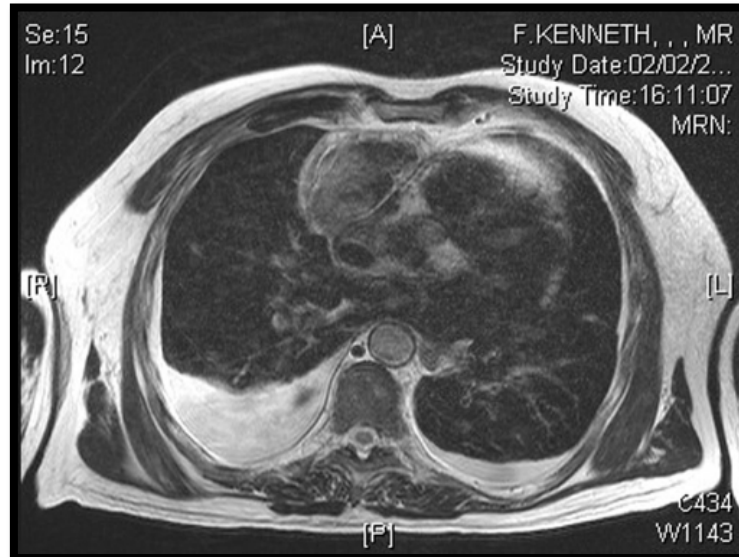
IRM qui montre une masse médiastinale antérieure avec hémorragie en rapport avec un thymome
